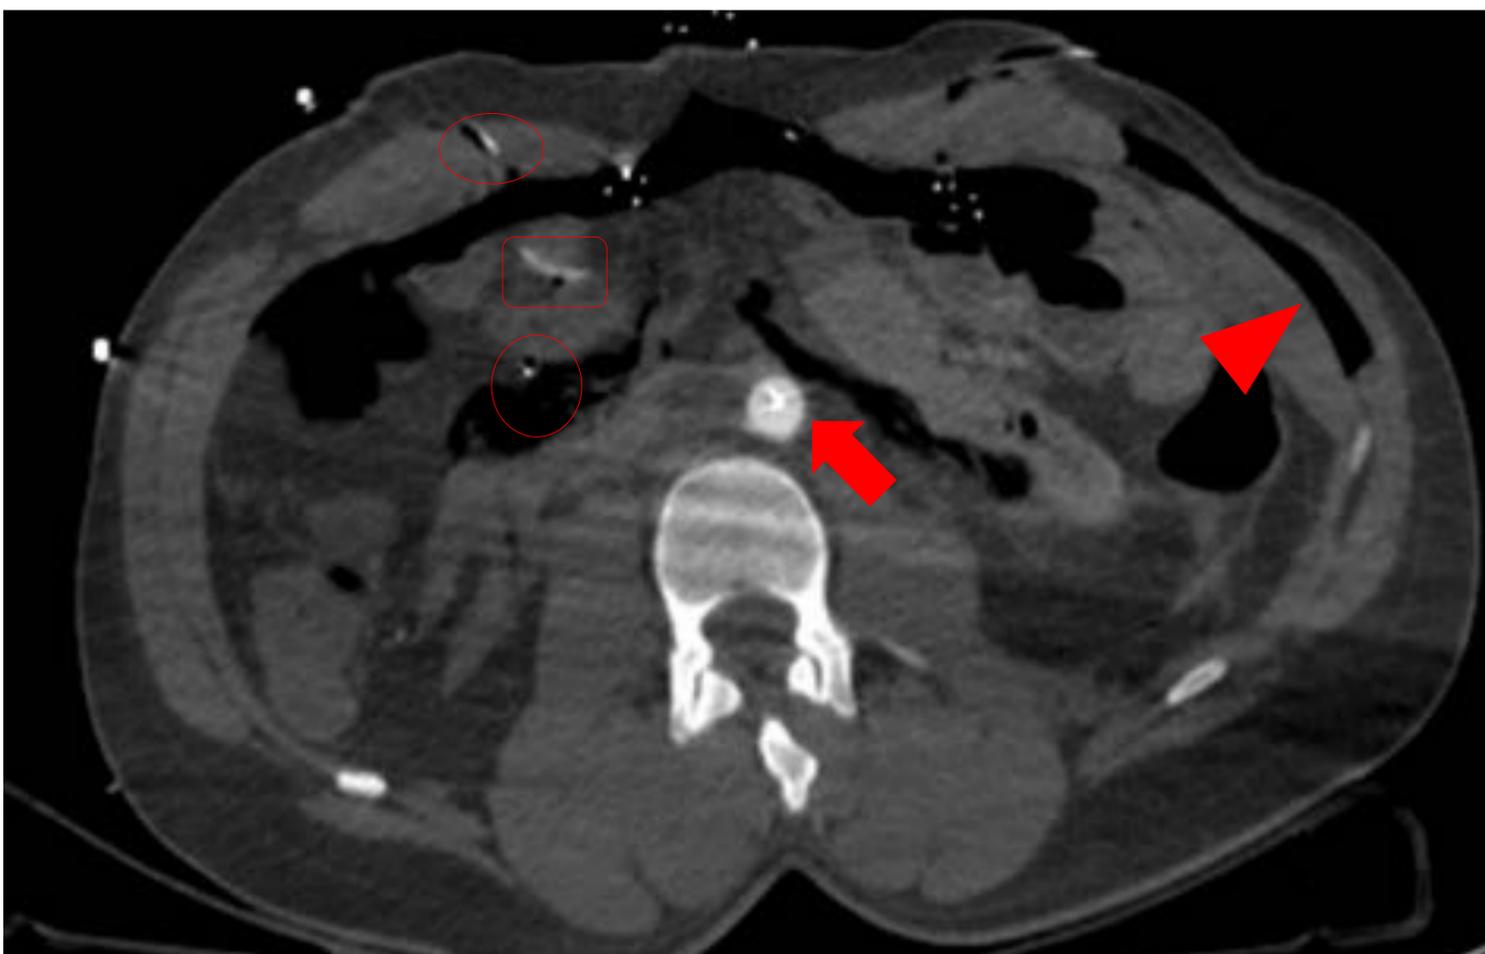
TC abdominopélvica en fase venosa. Sutura intestinal tras resección de segmento traumático (rectángulo rojo). REBOA (flecha roja). Catéteres de drenaje (círculo rojo). Hematoma y enfisema en musculatura transversa izquierda (cabeza de flecha).
